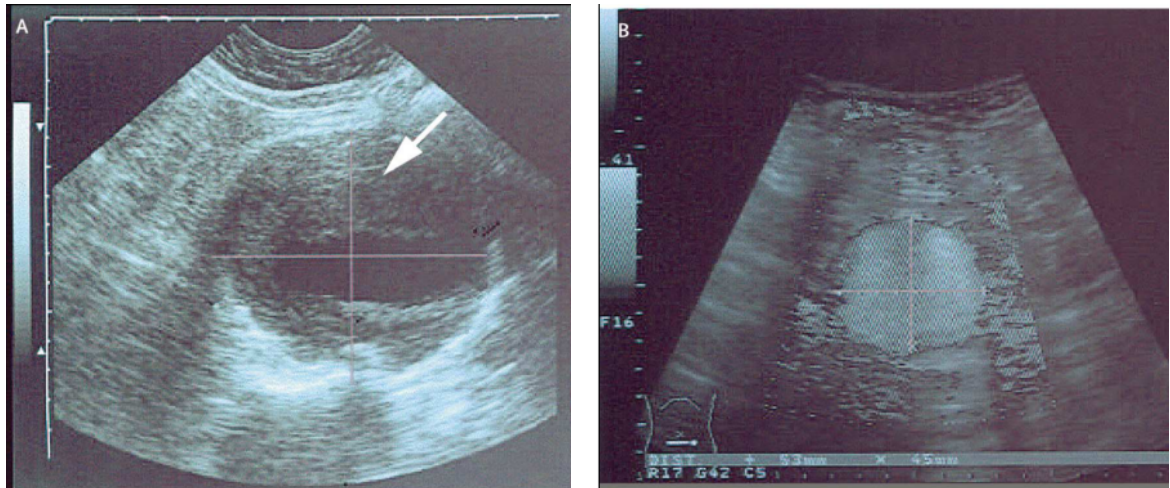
Ecografia de aneurismas da aorta abdominal infra-renal. A- corte sagital com a seta apontar para trombo parietal; B: secção transaxial sem trombo.
